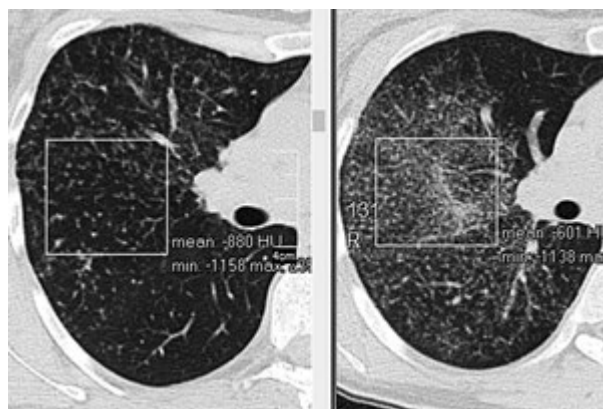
КТ больной О., саркоидоз II стадии (слева): мелкоузловая диссеминация низкой плотности (-880 НУ); КТ больного С., саркоидоз II стадии (справа): мелкоузловая диссеминация высокой плотности (-601 НУ)
